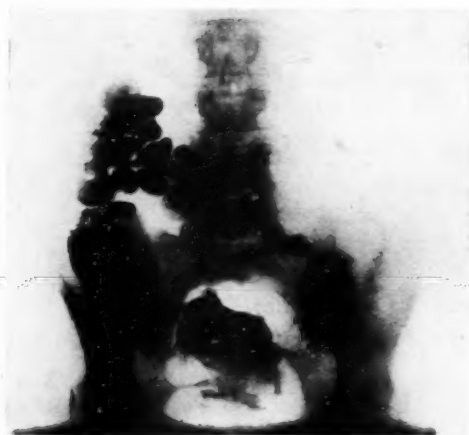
Radiographie du côlon : le cæcum est refoulé.
